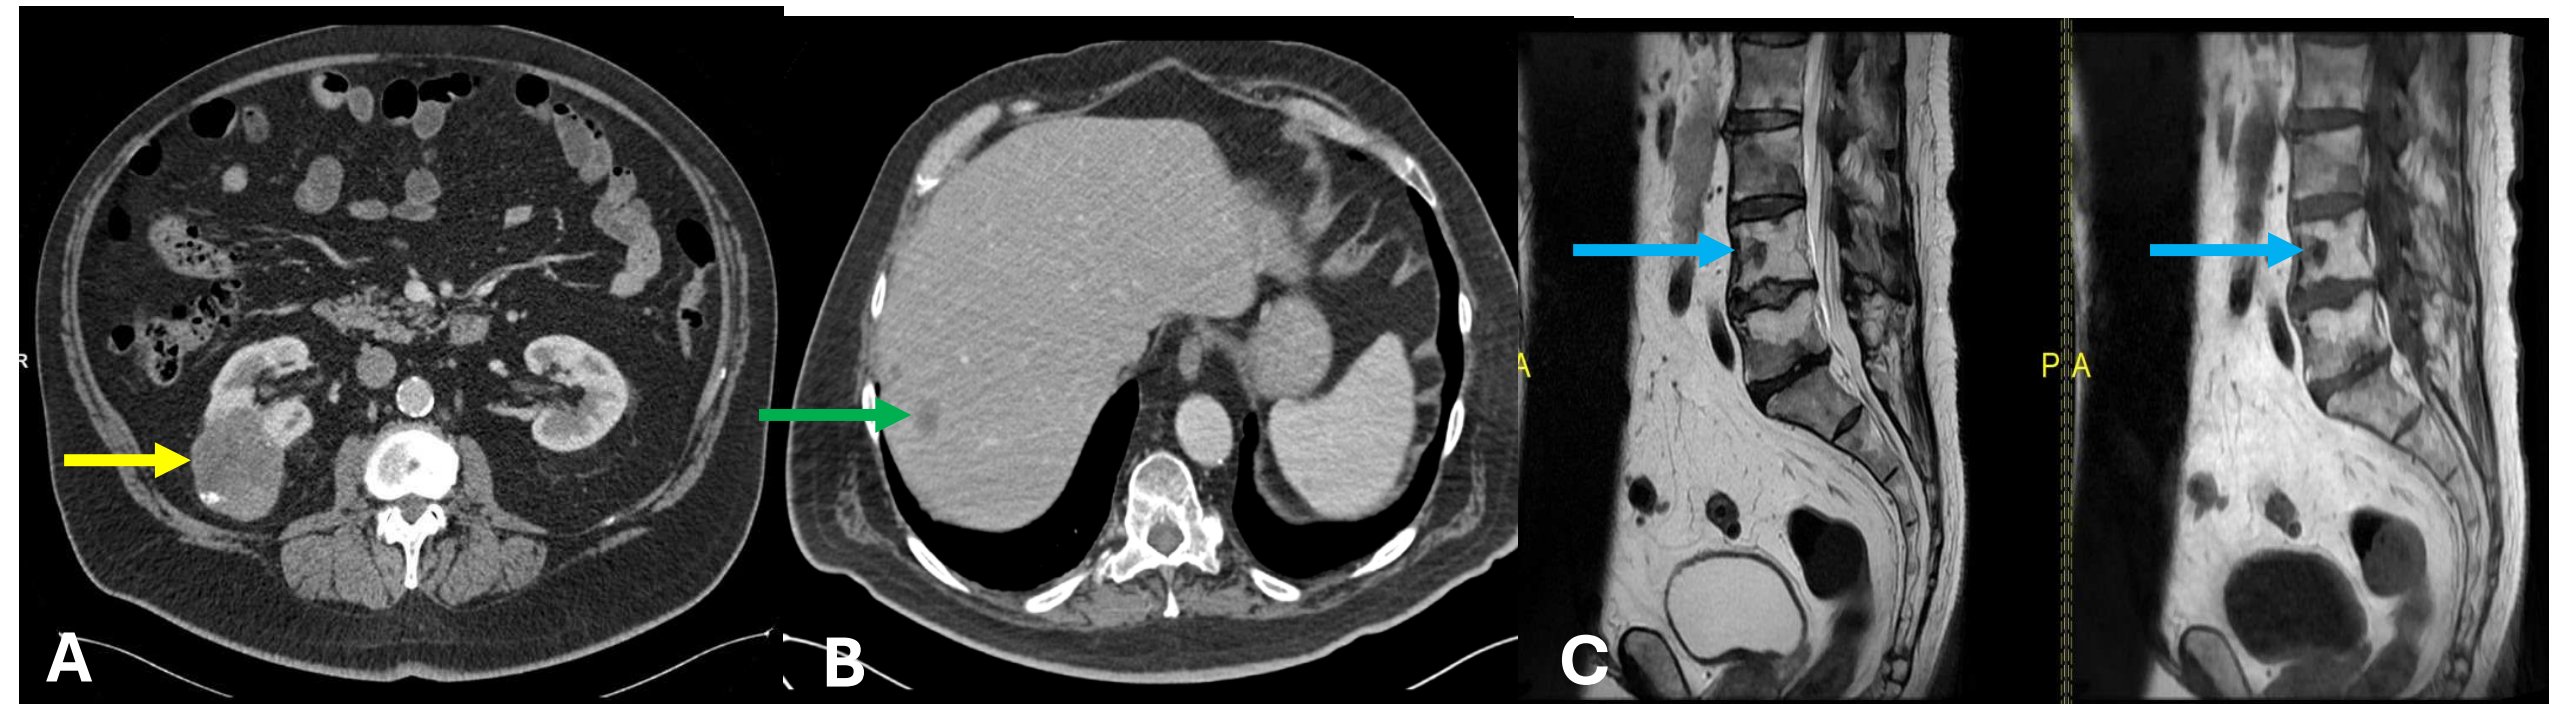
A: Masa sólida de bordes bien definidos y crecimiento exofítico dependiente de polo inferior de riñón derecho que corresponde con cáncer renal papilar (flecha amarilla). B: LOE hipovascular, el lóbulo hepático derecho, en relación con metástasis (flecha verde). C: Resonancia magnética con lesiones hipointensas en varias vértebras en relación con metástasis (flecha azul).
